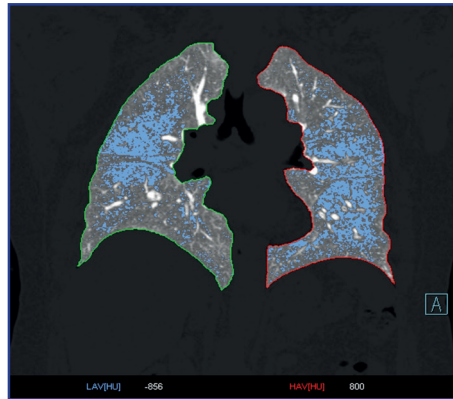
Atrapamiento aéreo. Tomografía cuantitativa. Máscara de densidades en proyección coronal, fase espiratoria, todos los vóxeles con atenuación menor a -856 UH se identifican en azul, lo que cuantifica el atrapamiento aéreo, pero no distingue si es por vía aérea o enfisema
